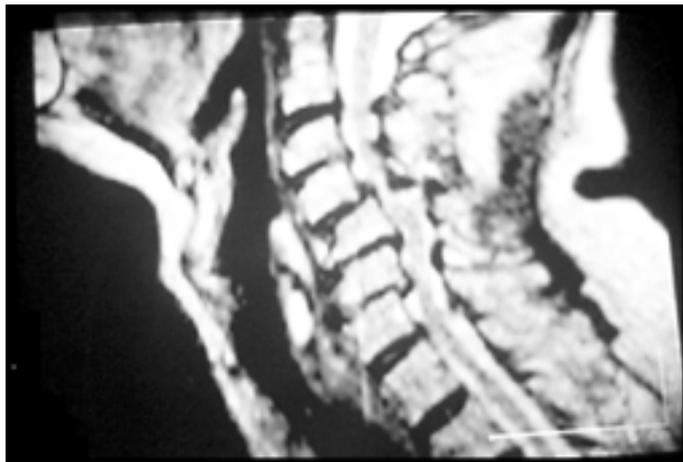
IRM ponderada en T2 que muestra la subluxación con compresión medular
